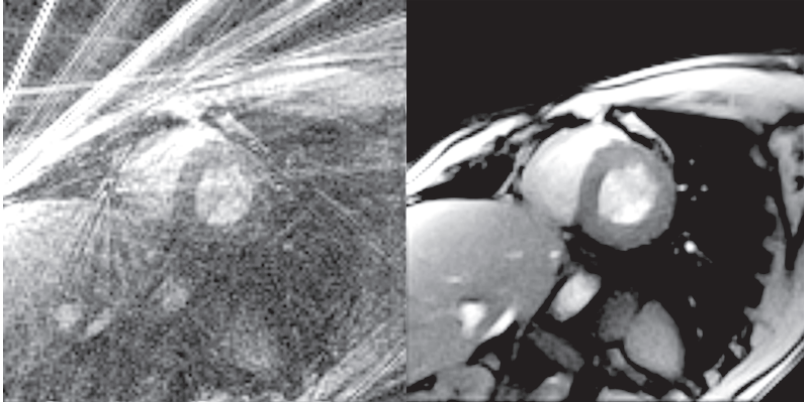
Unterschiedliche Bildrekonstruktionen derselben Daten einer MRT-Messung des schlagenden Herzens in Echtzeit (gesunde Versuchsperson, postsystolische Expansionsphase, Kurzachsenblick der rechten und der linken Herzkammer). Die Messzeit des Bildes betrug 30 Millisekunden bei einer Datenmenge von nur noch 15 Speichen. (links) Rekonstruktion durch ein konventionelles *gridding* und (rechts) mittels regulärerer nichtlinearer Inversion.
